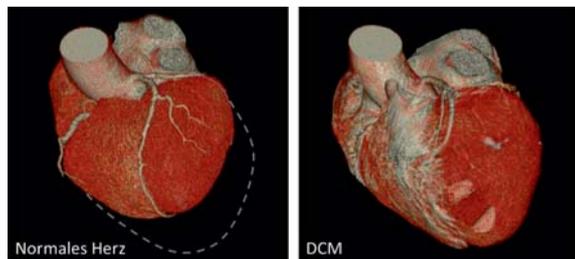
Dilatiertes Herz eines DCM Patienten (rechts) im Vergleich zu einem gesunden Herzen (links). Dreidimensionale Rekonstruktion einer Computertomographie des Herzens.
